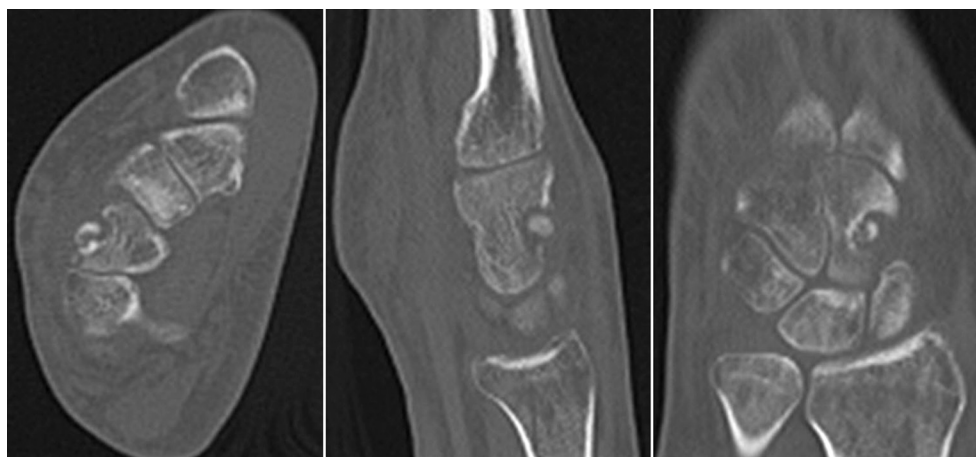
КТ-сканы левой кисти
